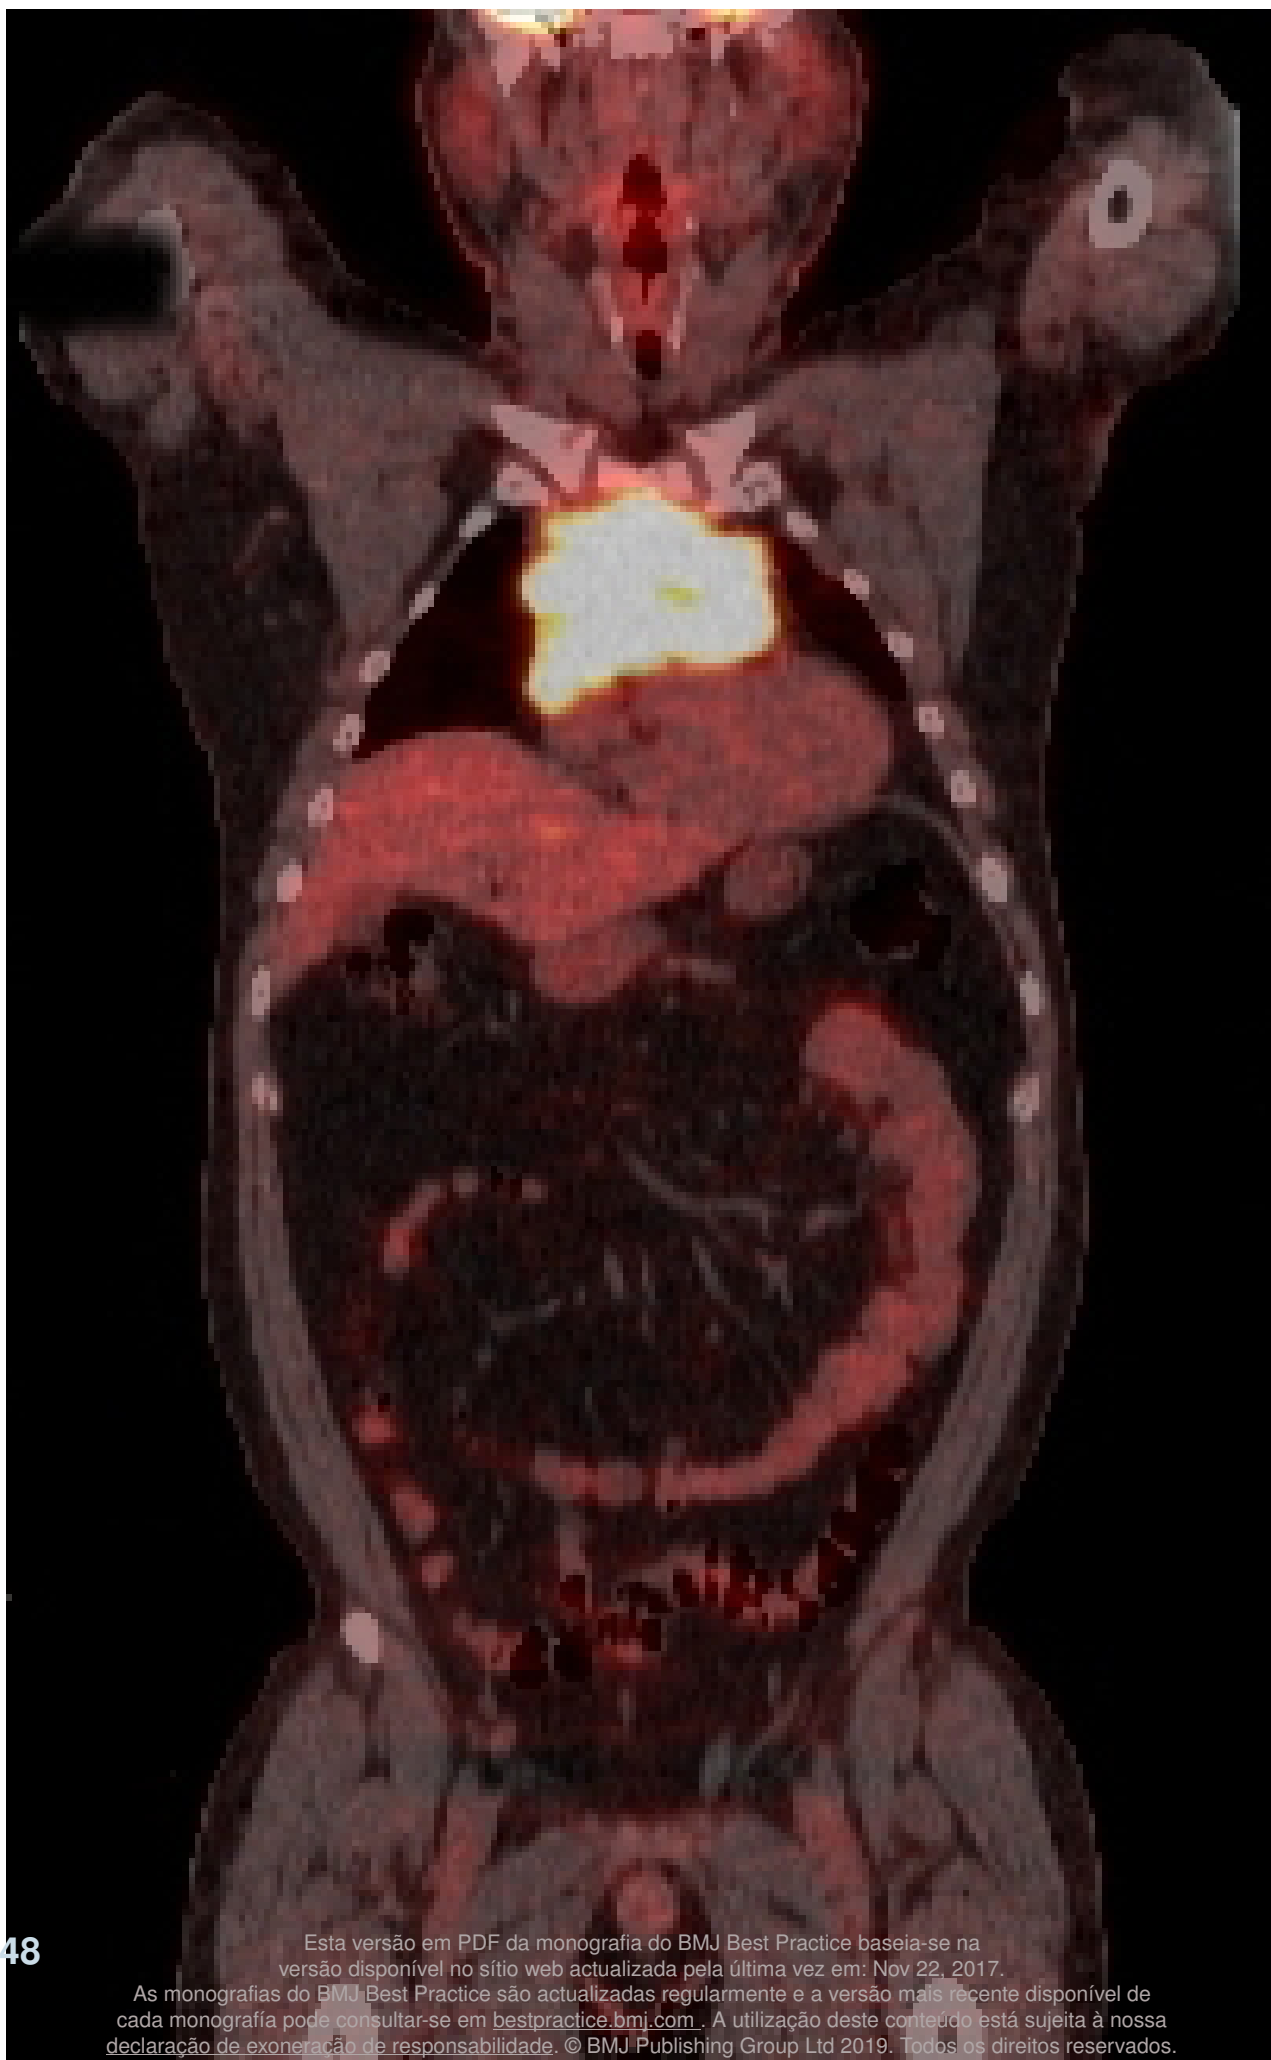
Tomografia por emissão de pósitrons (PET) (axial) mostrando massa ávida por fluordesoxiglucose (FDG) no mediastino anterior
